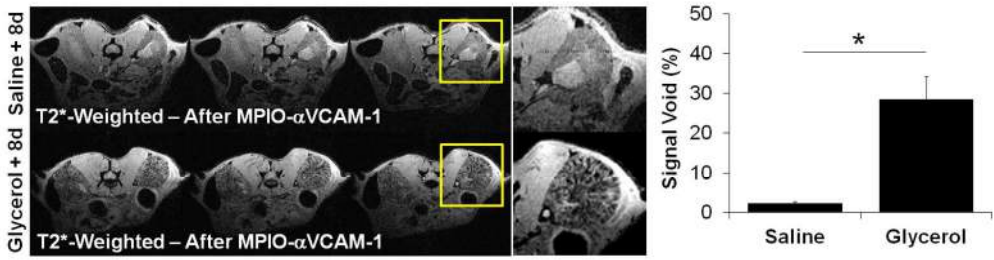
Longitudinal MPIO-αVCAM-1 enhanced MRI reveals persistant VCAM-1 overexpression after rhabdomyolysis. Left: Representative T2*-weighted images after MPIO-αVCAM-1 administration 8 days after saline or glycerol injections. Right: Corresponding quantification (n=5 per group). *p<0.05 vs control/saline.
